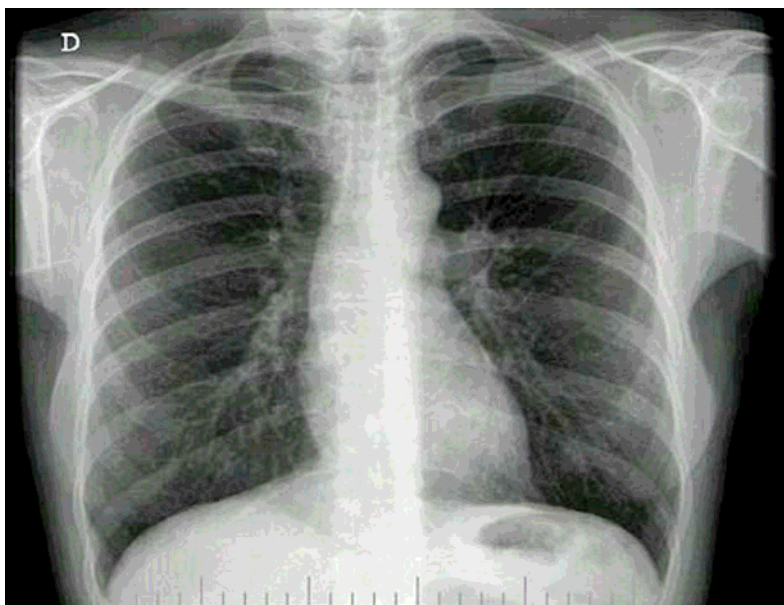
Radiografia PA do tórax
